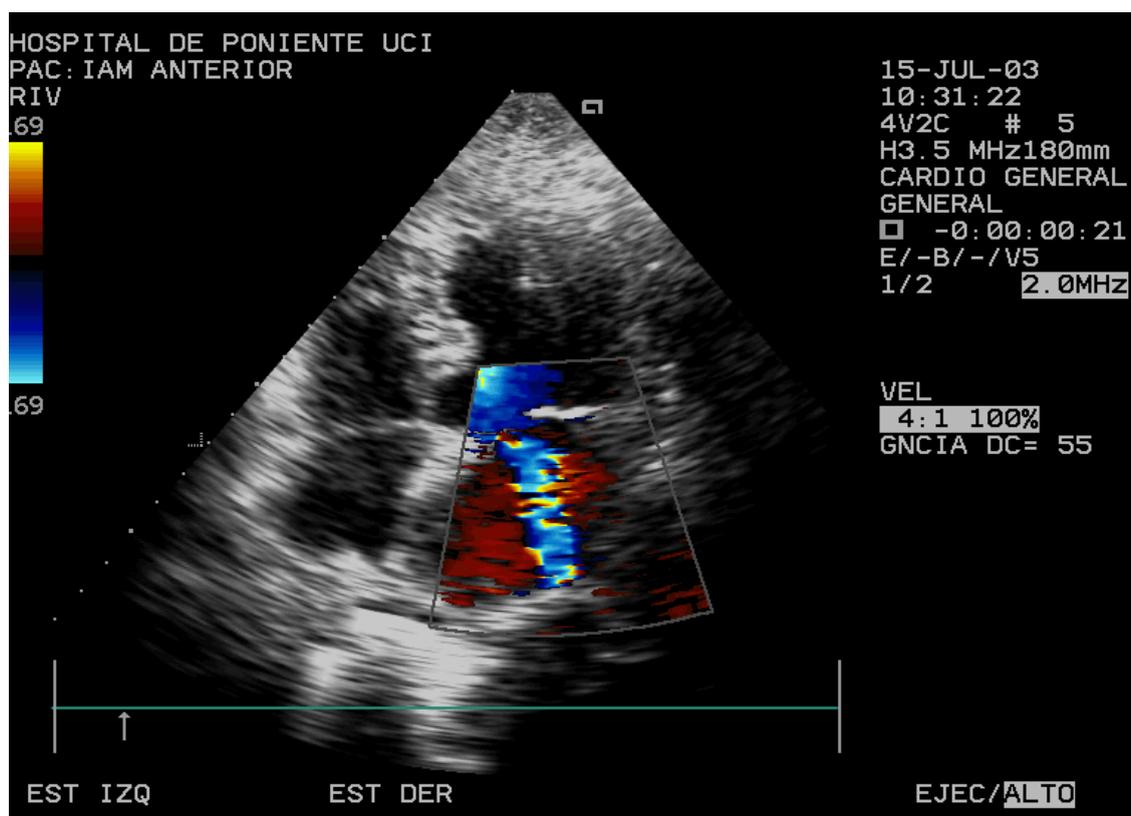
Ecocardiograma de IAM Anterior (Gentileza del Dr Ruiz Bailén. SCCU H.Jaén) .
